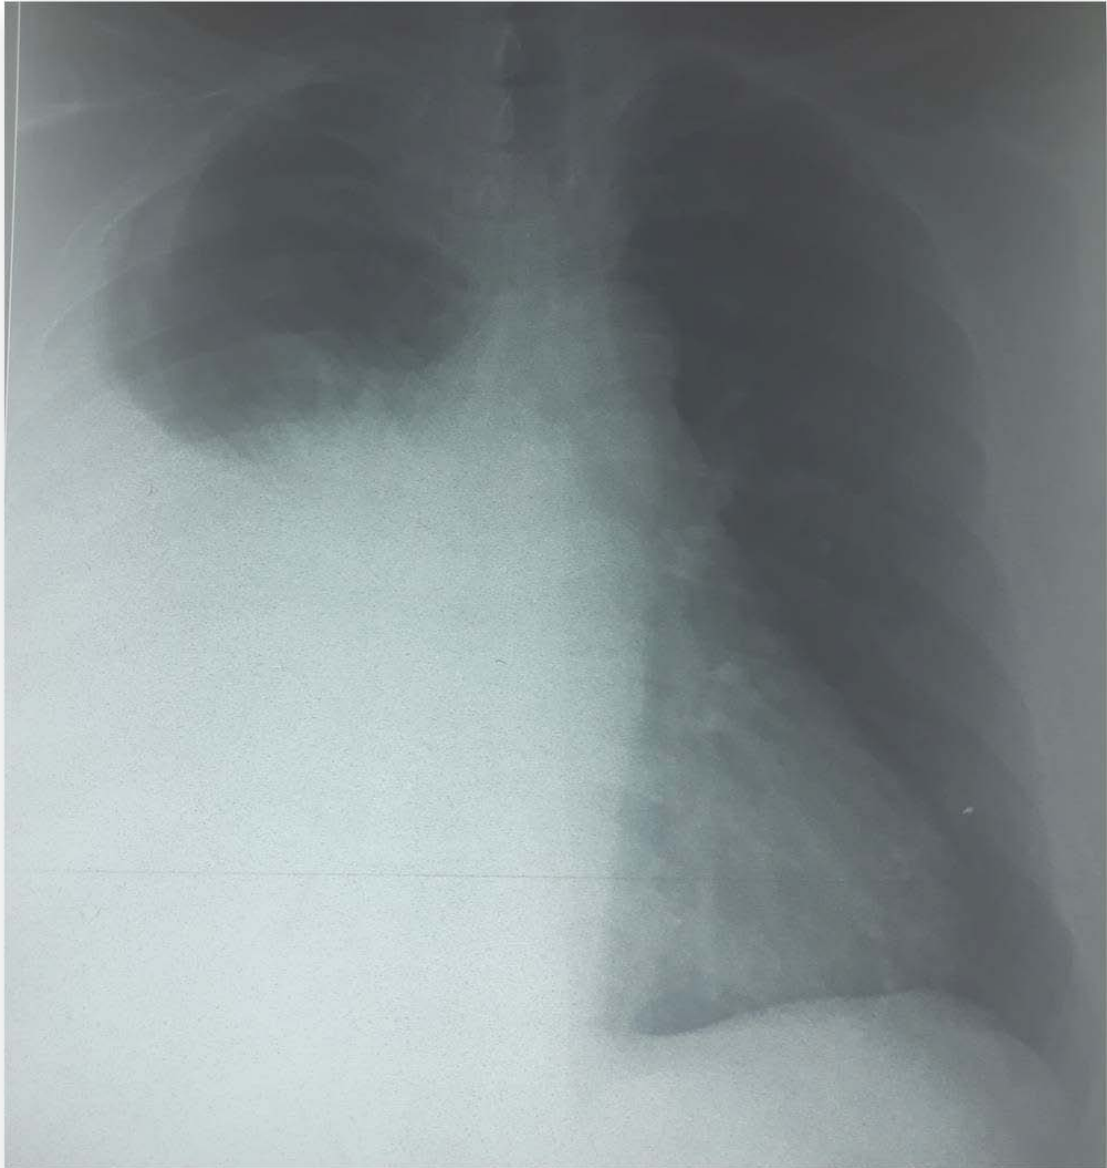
Radiographie thoracique de face 2 : pleurésie droite de grande abondance (Service de chirurgie thoracique HMA Marrakech)
